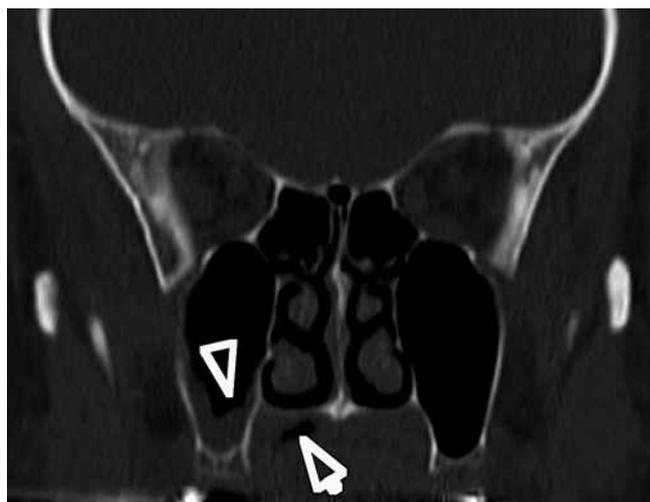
Darstellung der nekrotisierenden Sialometaplasie (Pfeil) in der Computertomografie. Dezente Schleimhautschwellung im Sinus maxillaris rechts (Pfeilspitze).
